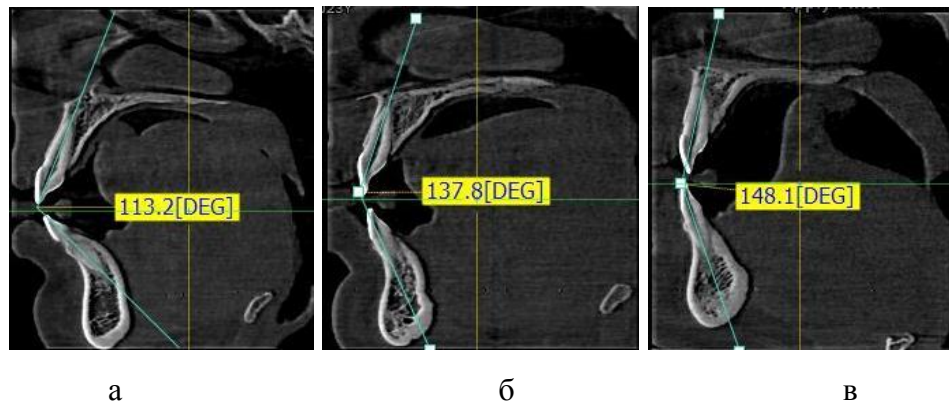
Фотографии фрагментов КЛКТ с нанесенными параметрами межрезцового угла при протрузионных (а), мезотрузионных (б) и ретрузионных (в) типах зубных дуг
